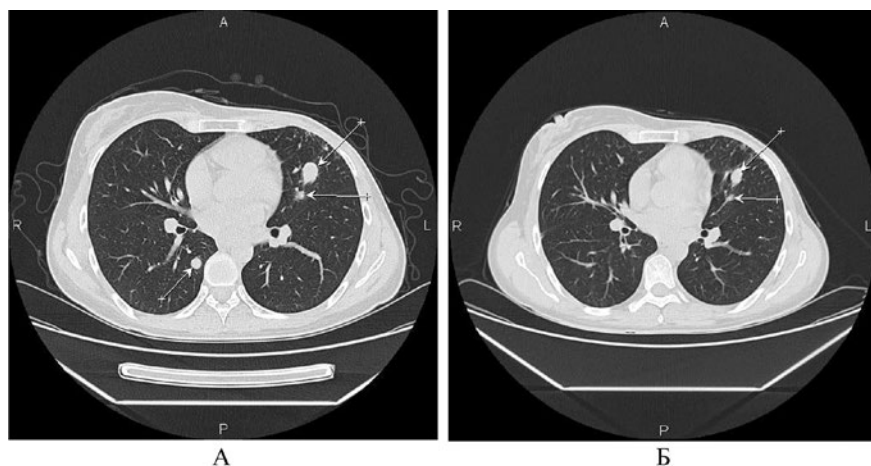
МСКТ органов грудной клетки до ПХТ (А) и после шести курсов ПХТ (Б). Отмечается уменьшение размеров образований обоих легких.
